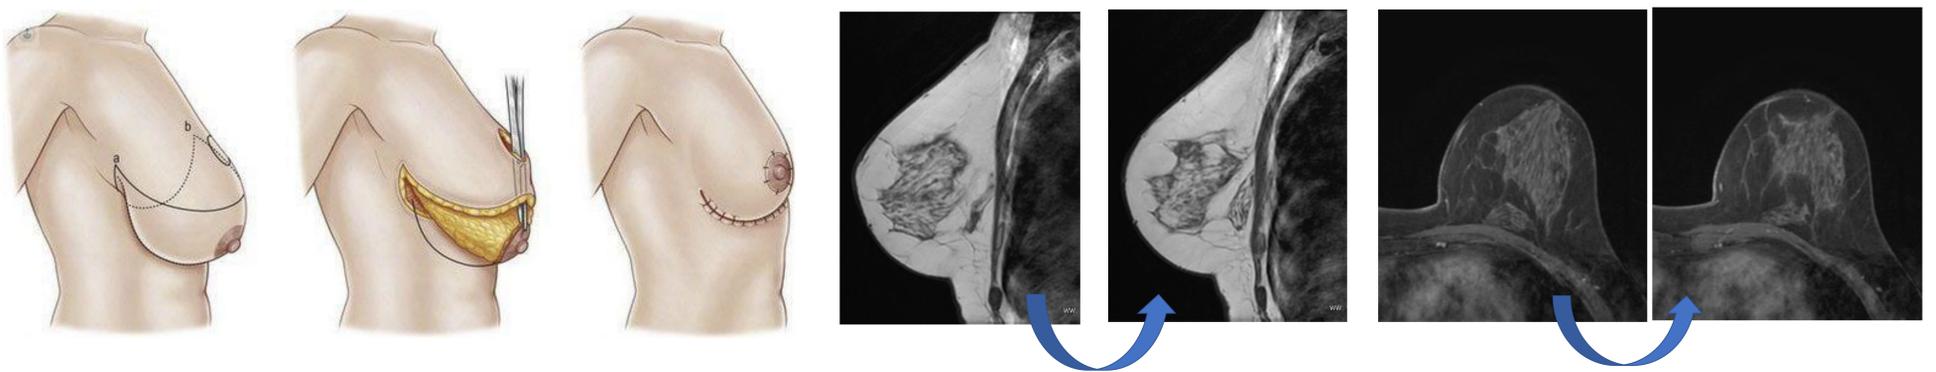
Mastopexia. Infografía de la técnica quirúrgica y RM antes y después de la intervención en reconstrucción sagital y transversal.
